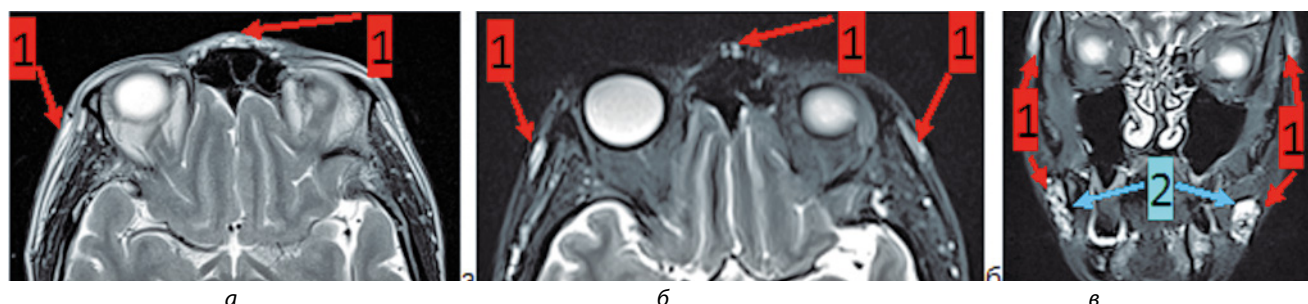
Фрагменты МР-томограмм в аксиальной (а, б), фронтальной (в) проекциях на уровне височной ямки в режиме T2ВИ (а), T2STIR (б, в). Определяется: 1 – филлеры, 2 – фиброзная капсула
